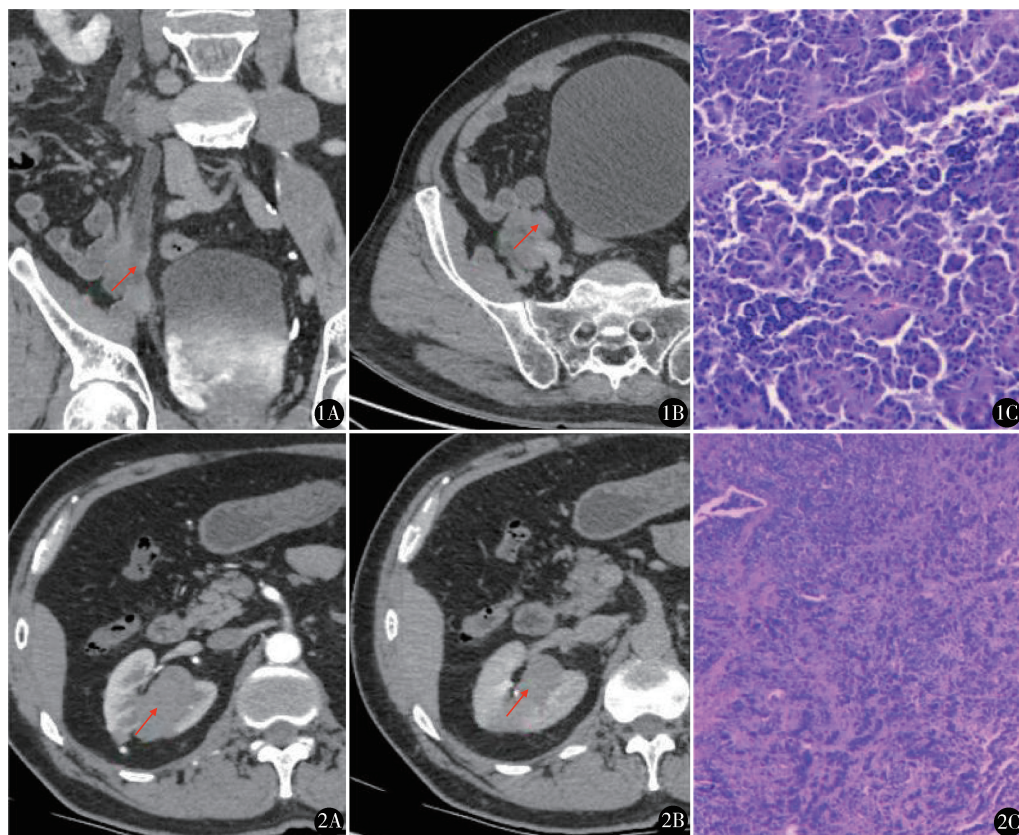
例 1 资料:A、B. 术前泌尿系增强 CT:右侧输尿管下段见直径约 7 mm 结节状软组织密度影,增强后持续强化,以上输尿管积水扩张,考虑右侧输尿管下段肿瘤;C. 镜下细胞呈腺管样排列,伴有黏液生成,核分裂象多(HE 染色 ×100) 图 2 例 2 资料:A、B. 术前泌尿系增强 CT:右侧肾盂内一椭圆形软组织密度影,约 2.1 cm × 3.4 cm,边界清楚,考虑肾盂癌;B. 镜下肿瘤细胞核深染,高核质比,核分裂象增多(HE 染色 ×40)
